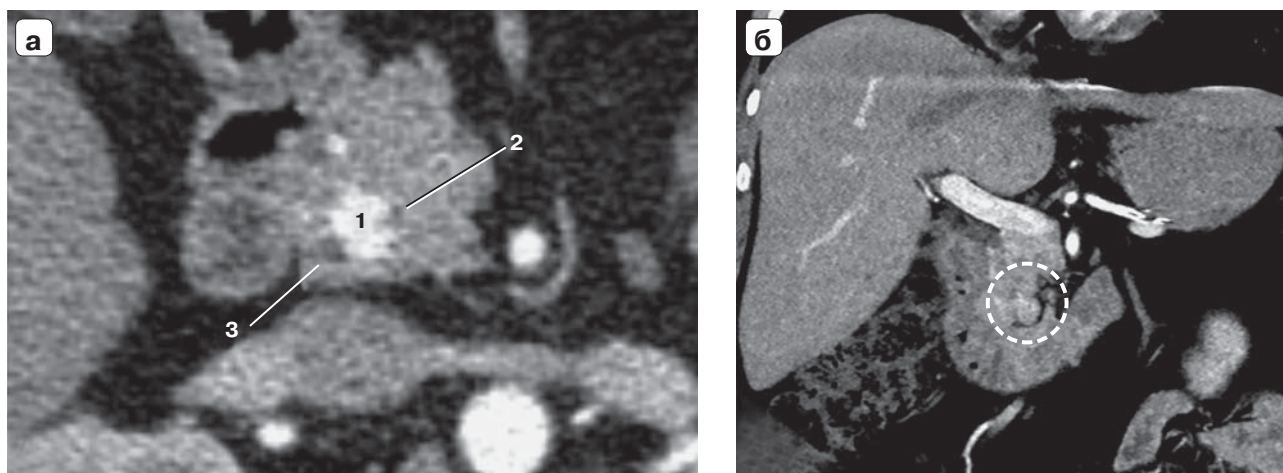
Компьютерные томограммы. Варианты расположения НЭО: а – интрапаренхиматозное расположение НЭО G1 крючковидного отростка ПЖ, ППЖ и ОЖП прилежат к опухоли. 1 – опухоль, 2 – ППЖ, 3 – ОЖП; б – экстра-органное расположение НЭО G2 крючковидного отростка. Контуром указана опухоль.
